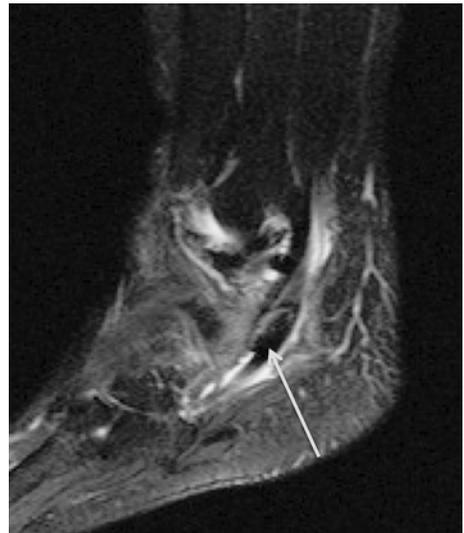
MRI 所見 (SPIR): 長腓骨筋腱の肥厚 (矢印)
